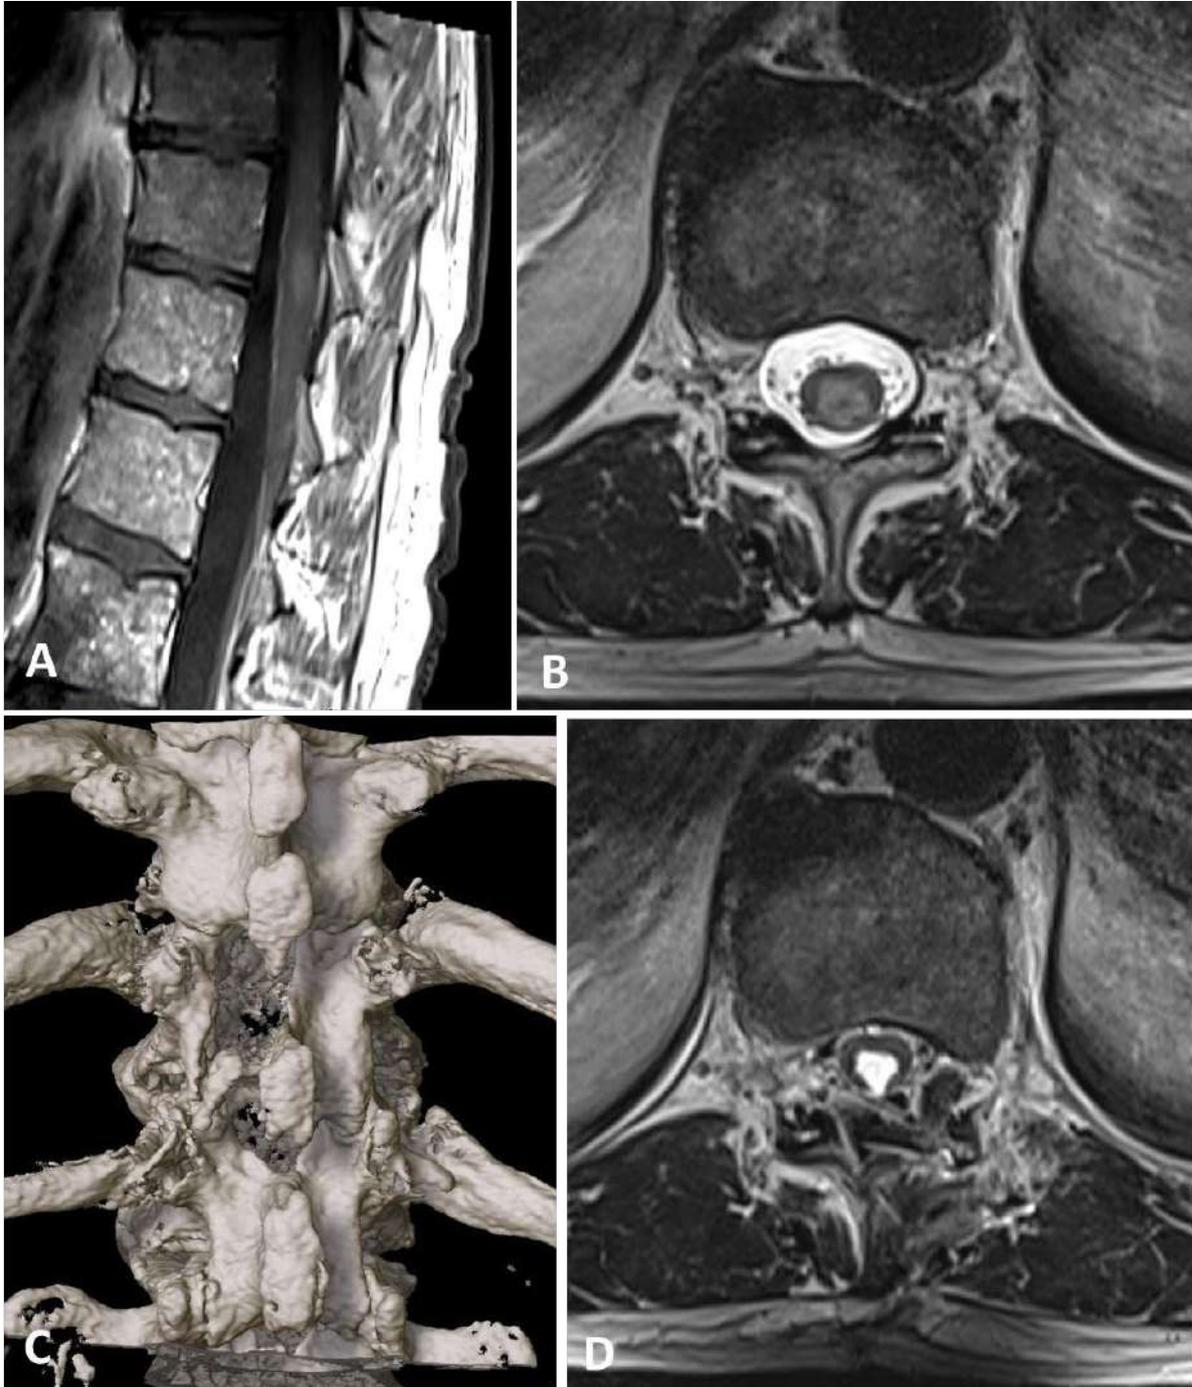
Ependimoma. Paciente do sexo masculino, 54 anos, com queixa inespecífica de dor em membro inferior esquerdo há 2 meses, sem déficit neurológico. A. RM T1+, sagital: lesão intramedular em nível T11/12 com leve captação de contraste; B. RM T2 axial: lesão intramedular hiperintensa, predominantemente em região dorsal da medula; C. reconstrução 3D de TC pós-operatória: o acesso cirúrgico foi feito via hemilaminectomia T11 esquerda. D. RM T2 axial pós-operatória: tumor completamente removido por via posterior, mielotomia mediana. Histopatologia: ependimoma, grau 1.
